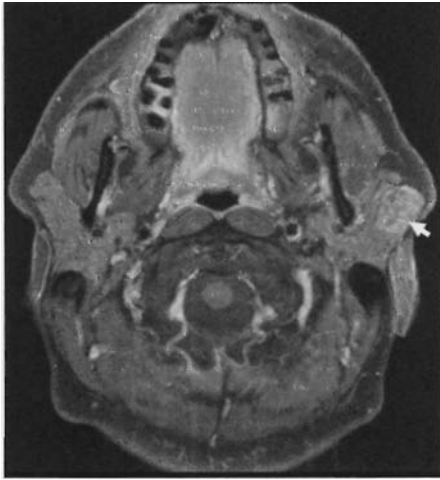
IRM d'un adénome pleiomorphe de la parotide (flèche).
